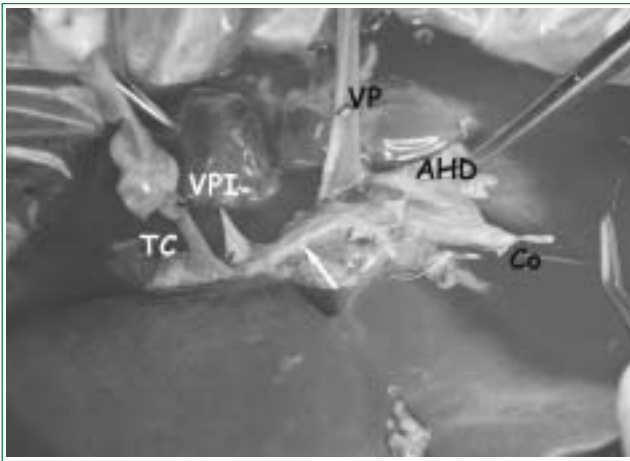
Split ex vivo. División de los elementos del pedículo hepático. En blanco, elementos para el lado izquierdo. En negro, elementos para el lóbulo derecho. TC: tronco celiaco. VPI: vena porta izquierda. VP: tronco principal de la vena porta. AHD: arteria hepática derecha. Co: Colédoco. Flecha blanca indica lugar de sección de la vía biliar izquierda. (Caso de experiencia personal).
